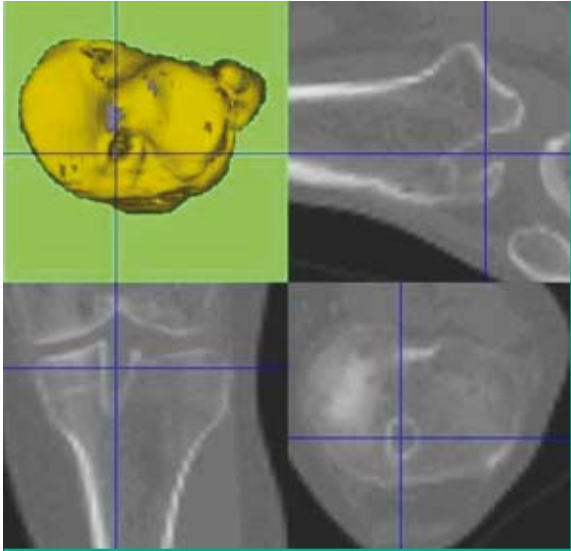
Beurteilung des tibialen Tunnels mithilfe des 3-D-(SPECT)/CTs.
